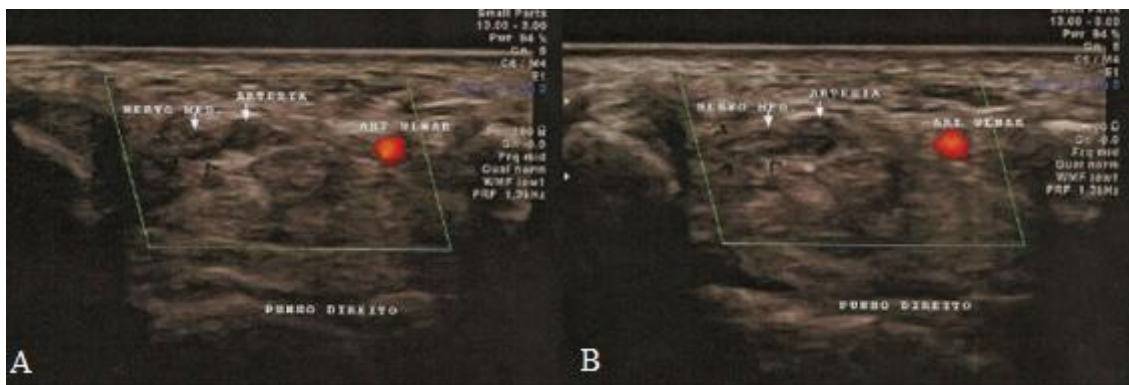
Artéria mediana de calibre aumentado, de paredes espessadas e ausência de fluxo ao estudo Doppler, em trajeto paralelo ao nervo mediano (A e B).
